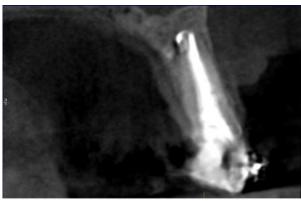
Tomografia evidenciando formação óssea.
